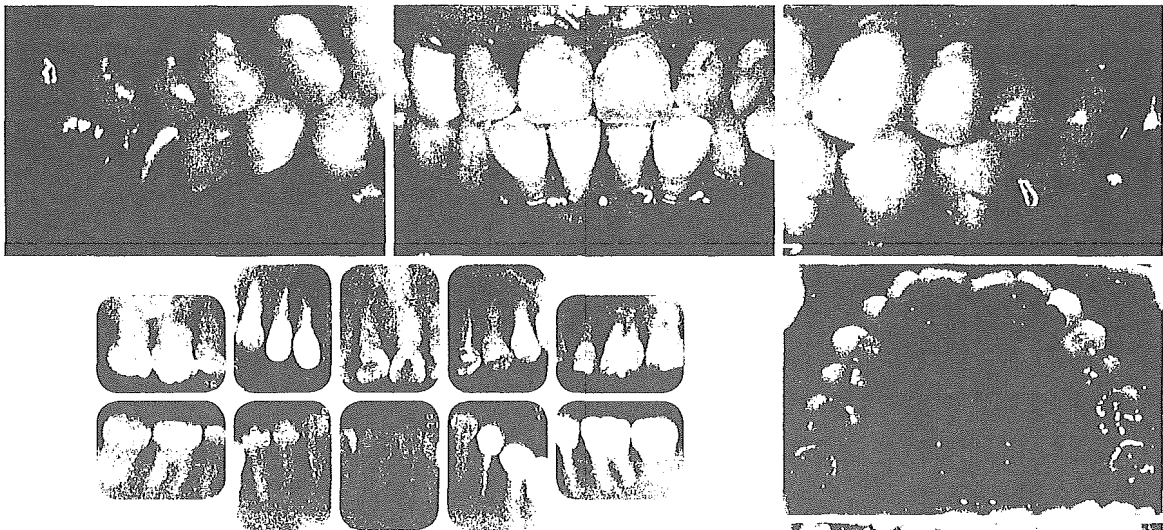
a ~ f メインテナンス治療時（2000年6月）の口腔内所見とX線写真像.
